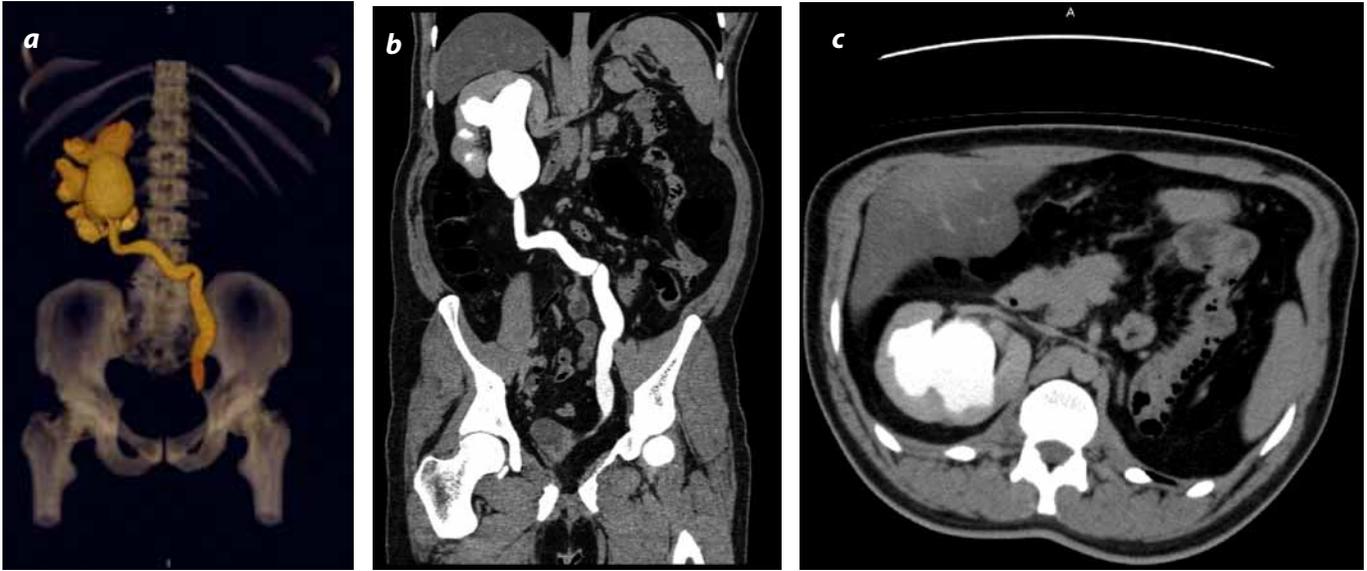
Agenesia renal con malrotación: imagen axial de urotomografía, reconstrucción coronal oblicua y VR (Volumen Rendering), que evidencia agenesia renal derecha con ectopia renal cruzada izquierda y malrotación. Nótese el uréter cruzando la línea media.
